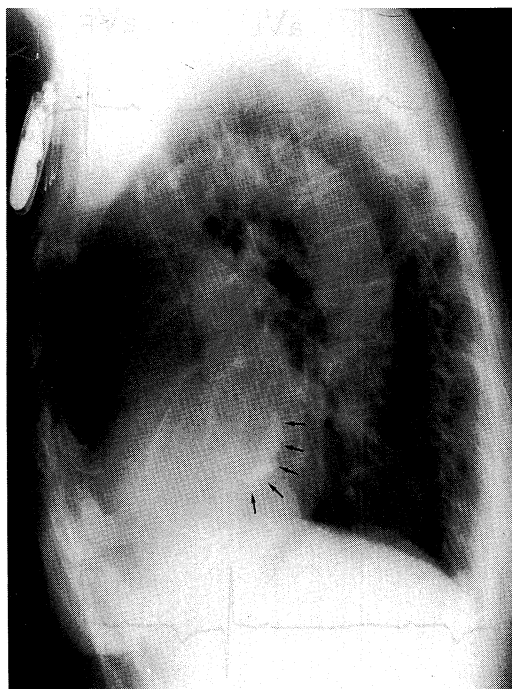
The left lateral chest roentgenogram. Mitral annular calcification (arrows) was seen.
